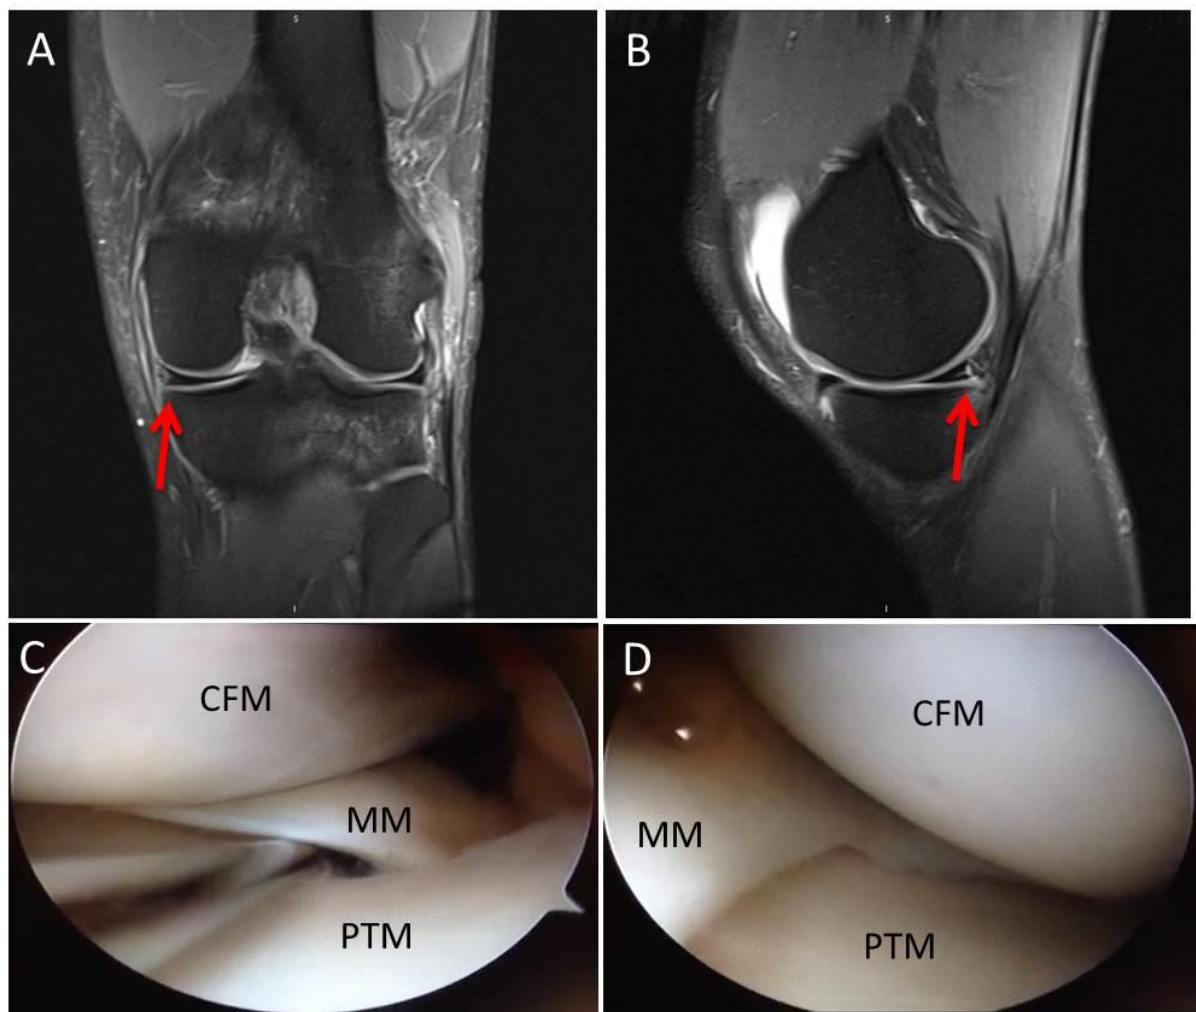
Um caso falso positivo para sutura do menisco. Ressonância magnética com previsibilidade de sutura do menisco e posterior artroscopia evidenciando menisco sem lesão. Paciente de 24 anos, masculino, esportista recreacional com trauma e torção no joelho esquerdo em prática de futebol. RM em corte (A) coronal e (B) sagital evidenciando lesão menisco-capsular na zona vermelha-vermelha do menisco medial (seta). Na artroscopia vista do (C) corno posterior e a partir do (D) corpo do menisco, 60 dias após a RM, o menisco se apresentava normal e foi feita a reconstrução do ligamento cruzado anterior. MM: menisco medial; CFM: côndilo femoral medial; PTM: platô tibial medial.
